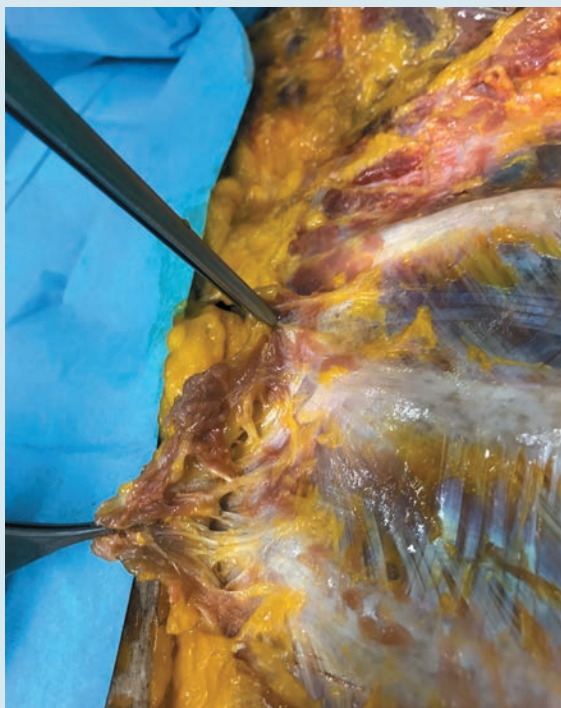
Dissezione della regione parasternale. Il grande pettorale è stato asportato e le sue inserzioni sternali sono state sollevate con le pinze per mostrare i rami cutanei anteriori dei nervi intercostali. (Da: Fusco F, Blanco R, Tran De Q, Marinangeli F. *Anestesia locoregionale e terapia del dolore*, op. cit.).
